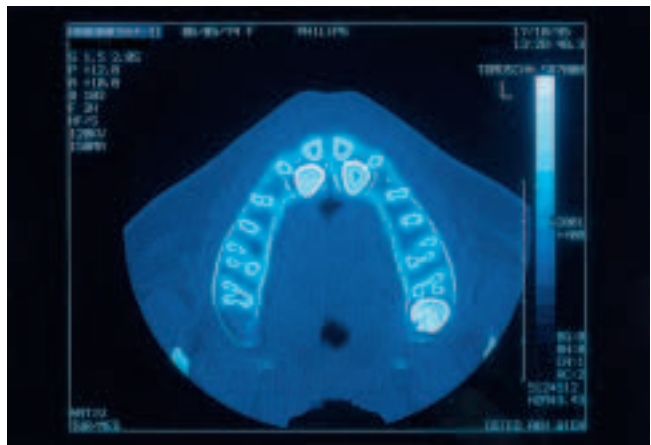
Transversale Computertomographie, in der die anatomische Situation klar zum Ausdruck gebracht wird. Es sind keine Wurzelresorptionen zu erkennen.
